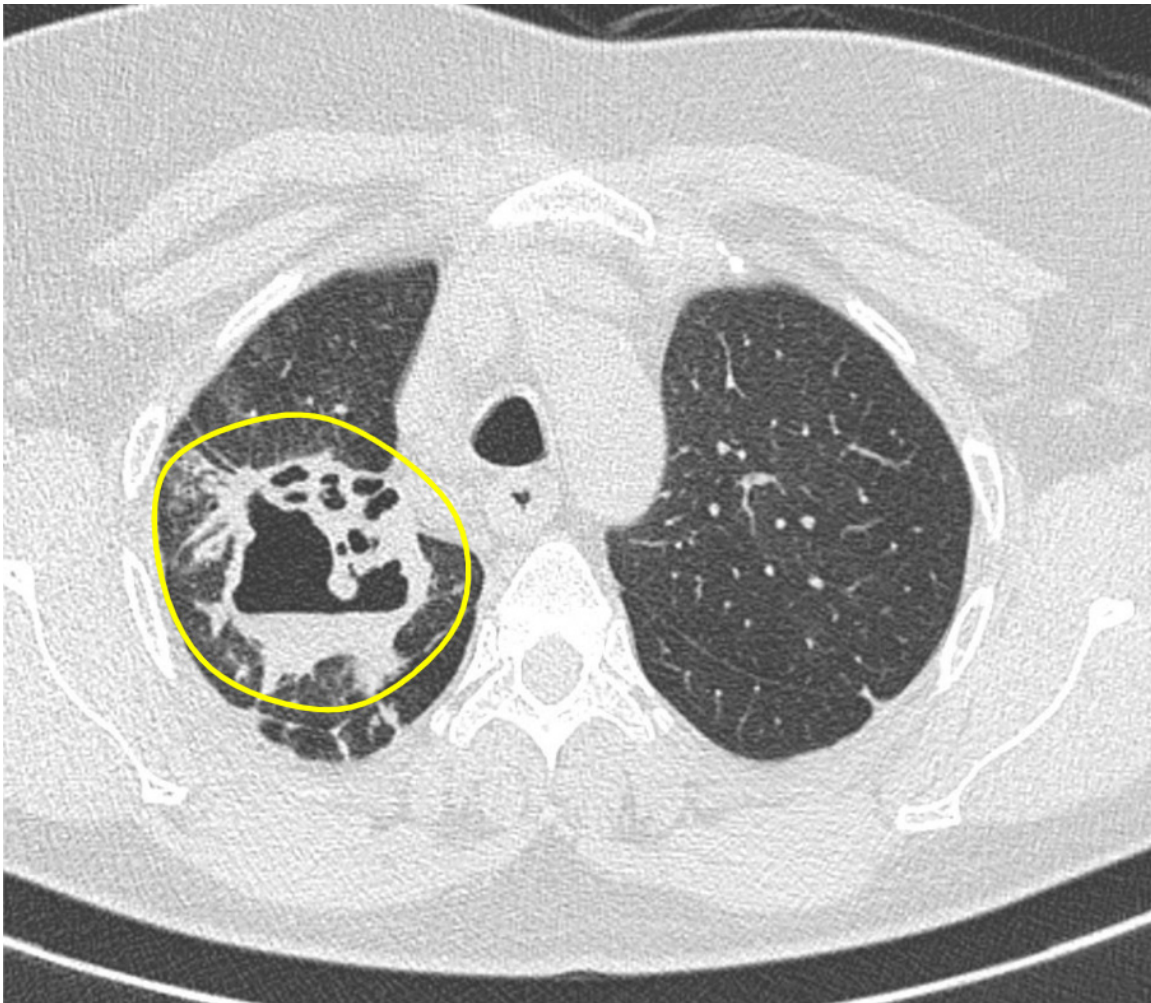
Imagem axial da TC ao nível dos lobos pulmonares superiores evidencia escavação de paredes espessadas e irregulares e com nível hidroaéreo (área demarcada), localizada no segmento posterior do lobo pulmonar superior direito.
